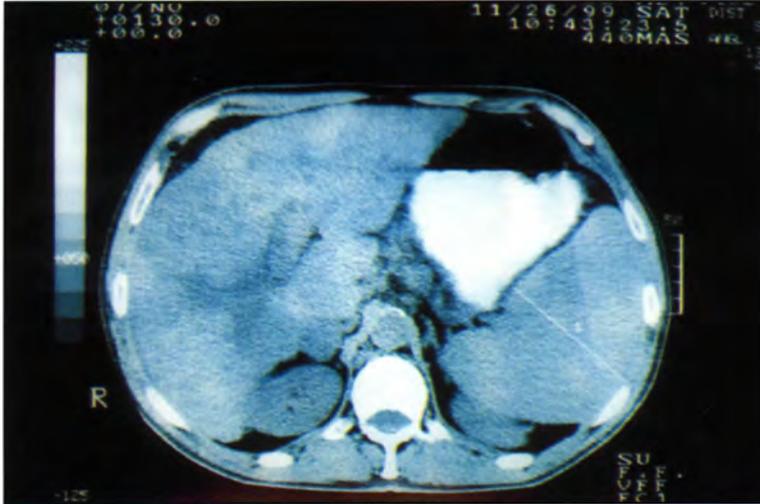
TAC Esplenomegalia homogénea difusa.
